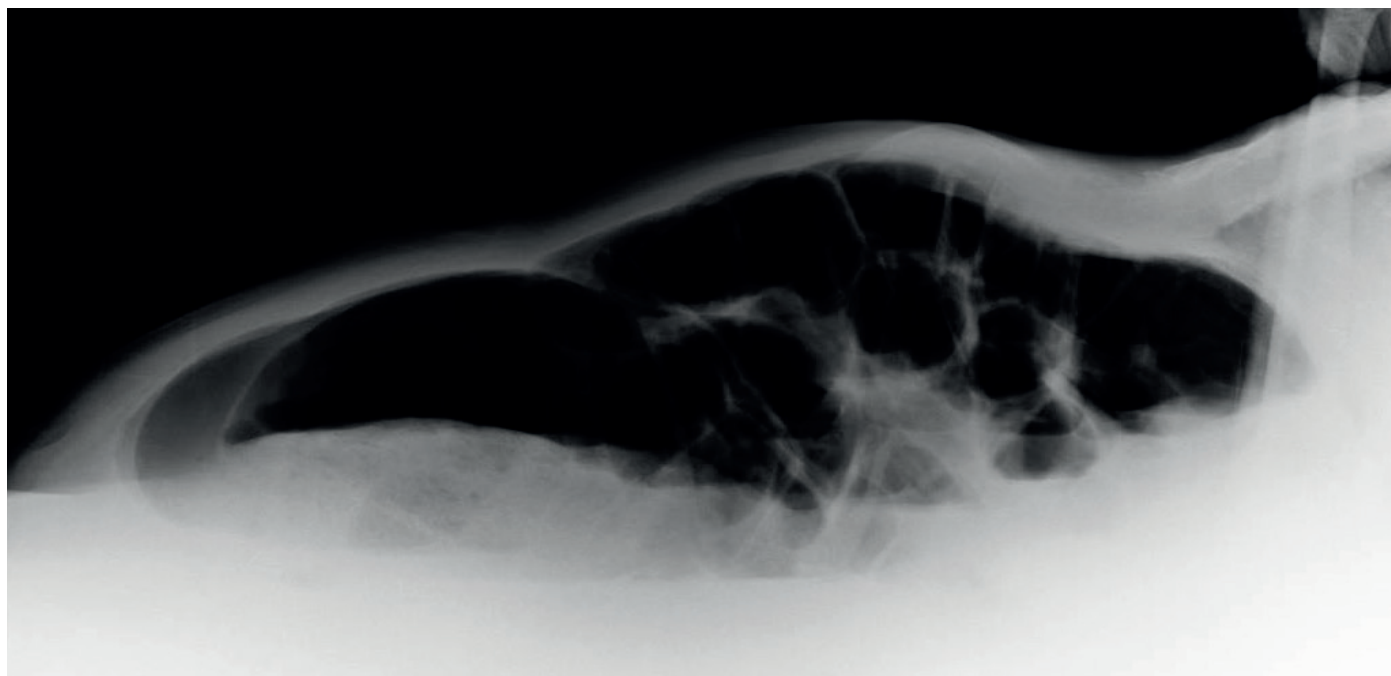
Radiografia tangencial do abdómen com marcada distensão das ansas intestinais sem ar extraluminal.
